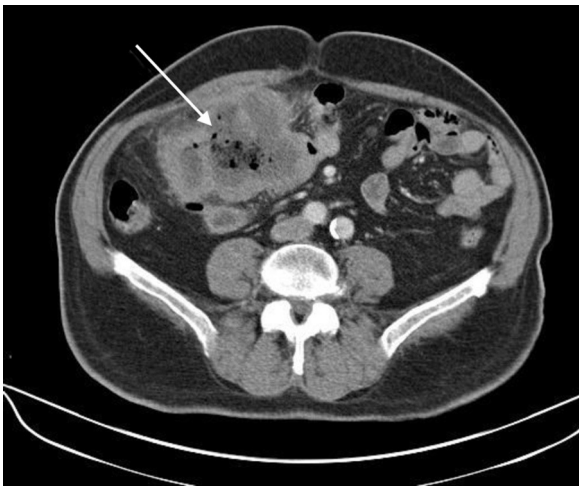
Imagen de la TC antes de la colonoscopia.
